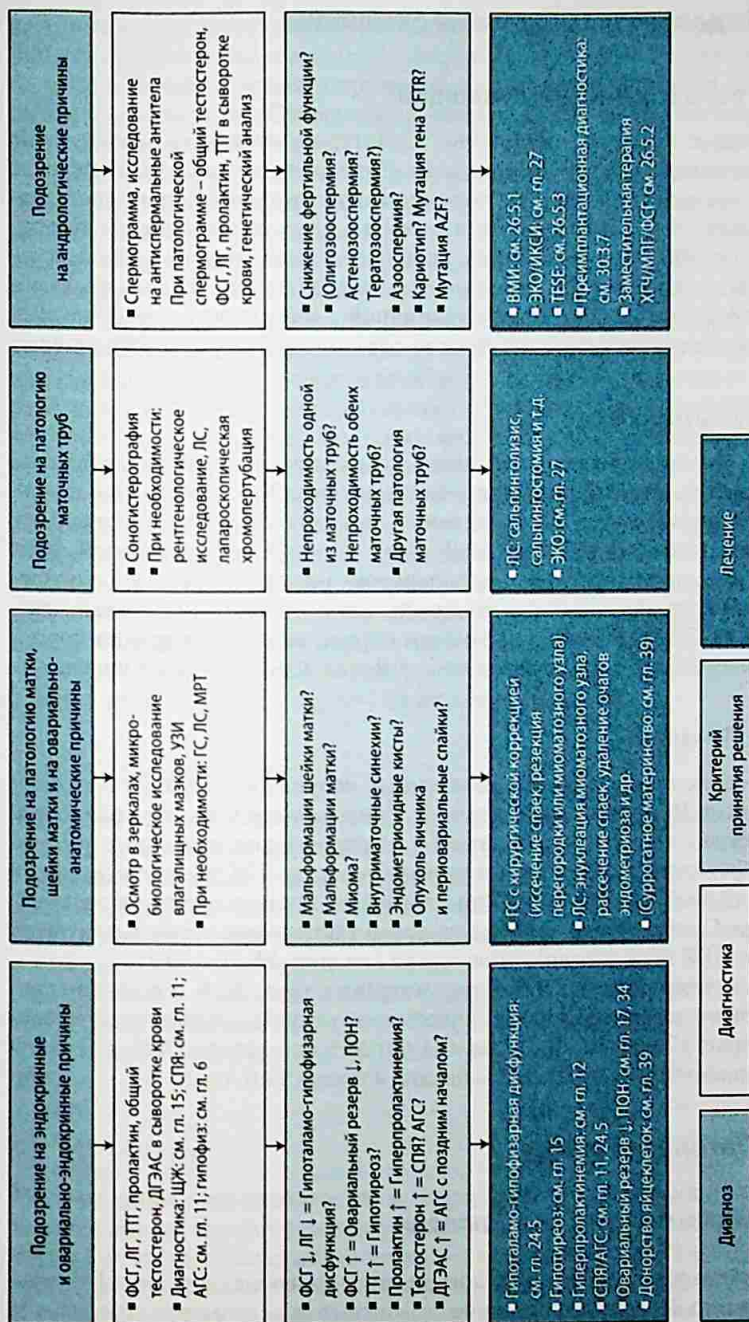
Уточнение причины бесплодия. AZF – фактор азооспермии, CFTR – белок-регулятор трансмембранной проницаемости при муковисцидозе, МПГ – менопаузальный гонадотропин, ЛС – лапароскопия, ГС – гистероскопия, R – рентгенологическое исследование; ВМИ – внутриматочная инсеминация, ТЕСЕ (testicular sperm extraction) – экстракция сперматозоидов из яичка.
